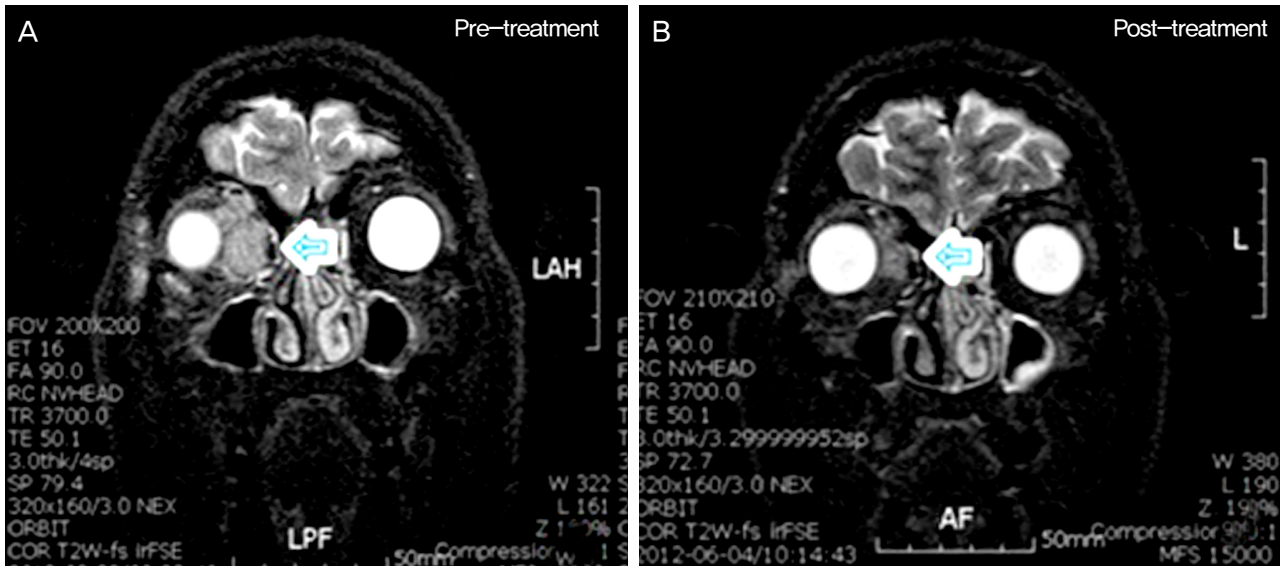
Coronal MRI scans show enhancing mass in medial aspect (involving conal/intraconal/extracanal spaces) of right orbit (postseptal location). (A) It extends to orbital apex, but there is no evidence of tumor invasion into right optic canal or intracranial extension. After R-CVP infusion, size and enhancement of known orbital MALT lymphoma in right postseptal medial area have moderately decreased. (B) In CT scans no enhancing mass was detected (figure not shown).
